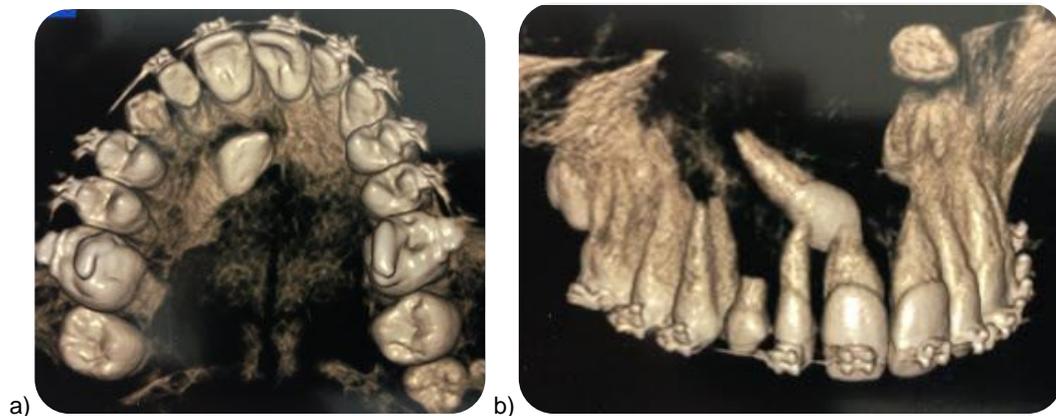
Tomografía digital de volumen, se observa el canino en palatino.²⁰
